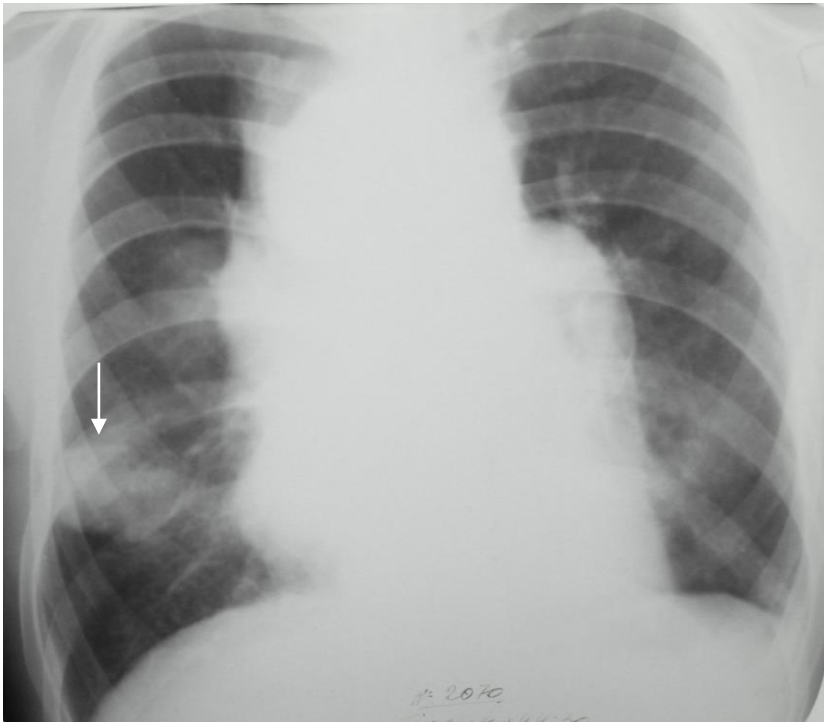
Обзорная рентгенограмма грудной клетки в прямой проекции. Средостение расширено, справа его контур имеет полициклическую форму. Корни легких закрыты расширенным средостением. Справа в области V–VI межреберий ограниченное затемнение средней интенсивности с нечетким верхним контуром (стрелка). Лимфома Ходжкина (лимфогранулематоз) с поражением лимфатических узлов средостения и правого легкого
